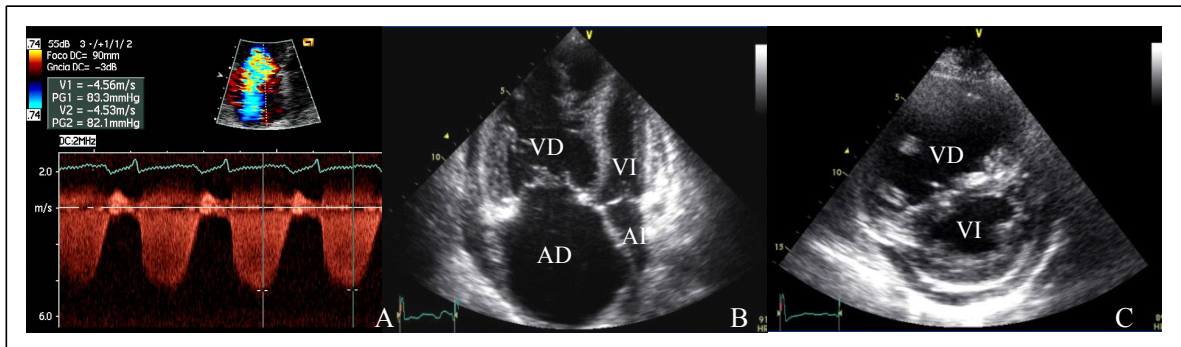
Ecocardiograma en la HAP. (A) Insuficiencia tricúspide (Doppler continuo) y estimación de la PSP a través de la ecuación de Bernoulli. (B) Plano apical 4 cámaras. VD: ventrículo derecho. AD: aurícula derecha. VI: ventrículo izquierdo. AI: aurícula izquierda. (C) Plano paraesternal eje corto.
